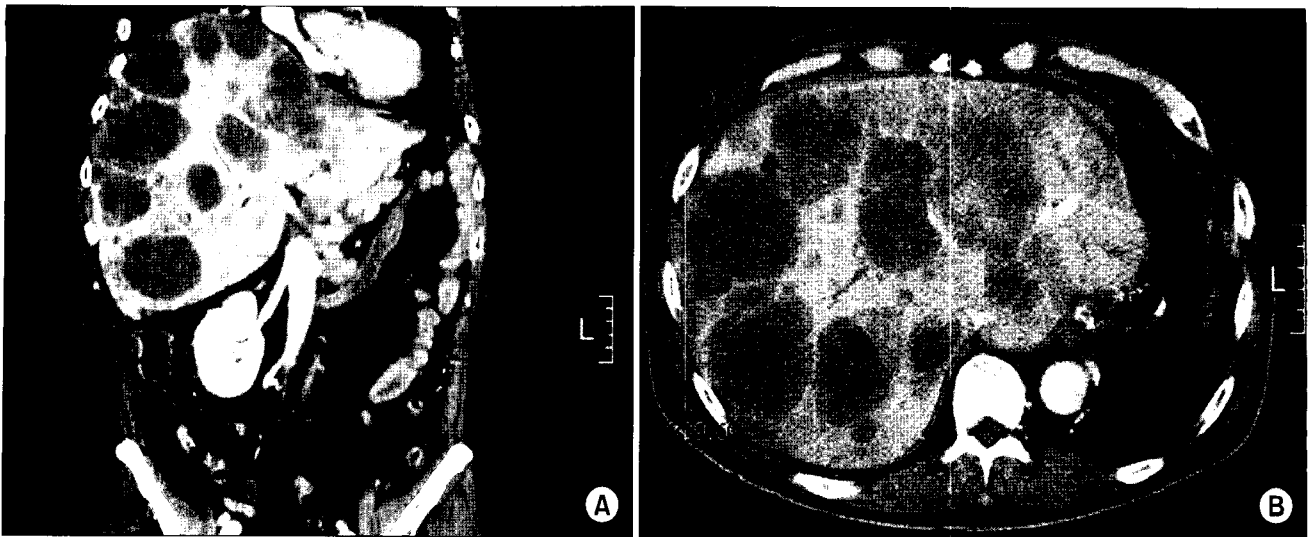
Abdominal CT at 2 months after operation shows multiple liver metastases. (A) Cross sectional image and (B) Coronal sectional image.
